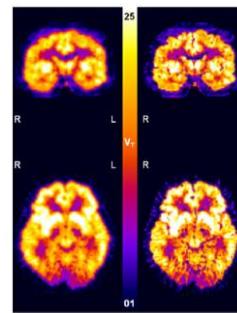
臨床データへの応用例(てんかん患者の[11C]DPN-PET検査)左: 補正前、右: 提案手法 (McGinnity et al, 2013, Neuroimage)
